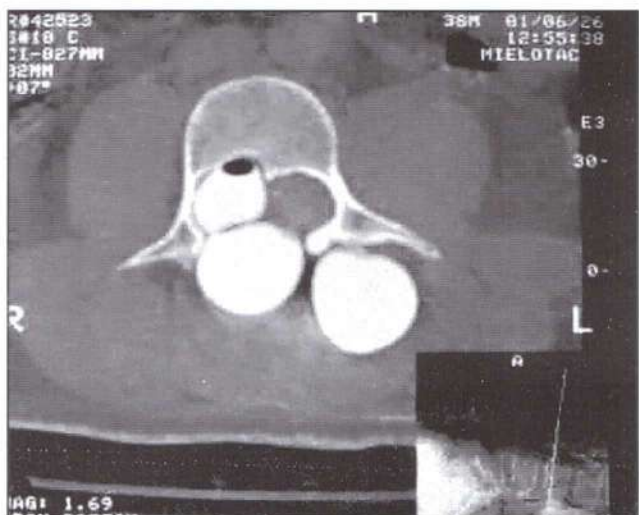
Corte axial de mielotomografía a nivel de L3, que ilustra la colección de LCR en una cavidad multiloculada.
